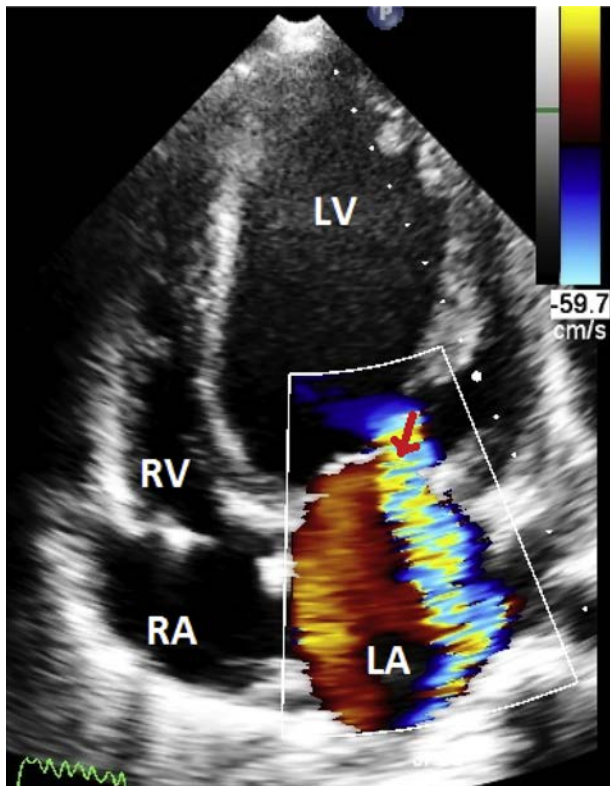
Regurgitación mitral (RM). Mujer de 47 años de edad con IC por ECaCh (estadio D), con RM severa. Imagen de Doppler color adquirida en vista apical de cuatro-cámaras muestra un área grande de color por regurgitación excéntrica de apariencia que “se abraza a la pared” (*flecha roja*), con dirección hacia las venas pulmonares izquierdas, alcanzando el techo de la aurícula izquierda (LA), permitiendo visualmente estimar cualitativamente la RM como severa. El volumen regurgitante fue >50 mL/latido. El ventrículo izquierdo (LV) está severamente hipoquinético y dilatado; FEVI (LVEF) fue de 25%. Es recomendable efectuar una evaluación minuciosa de la RM con múltiples parámetros cuantitativos y cualitativos. RA, aurícula derecha; RV, ventrículo derecho.
